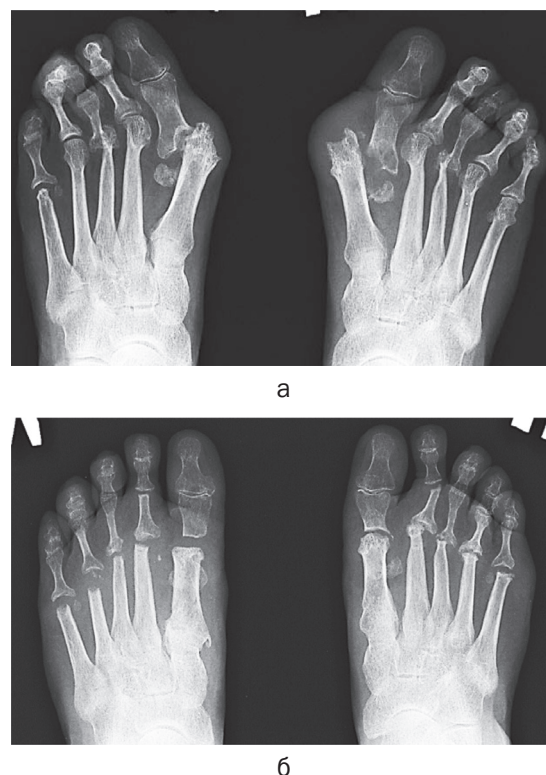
Рентгенограммы переднего отдела стоп пациентки Ш., 56 лет, в прямой проекции: а – до операции, б – через 24 месяца после вмешательства
